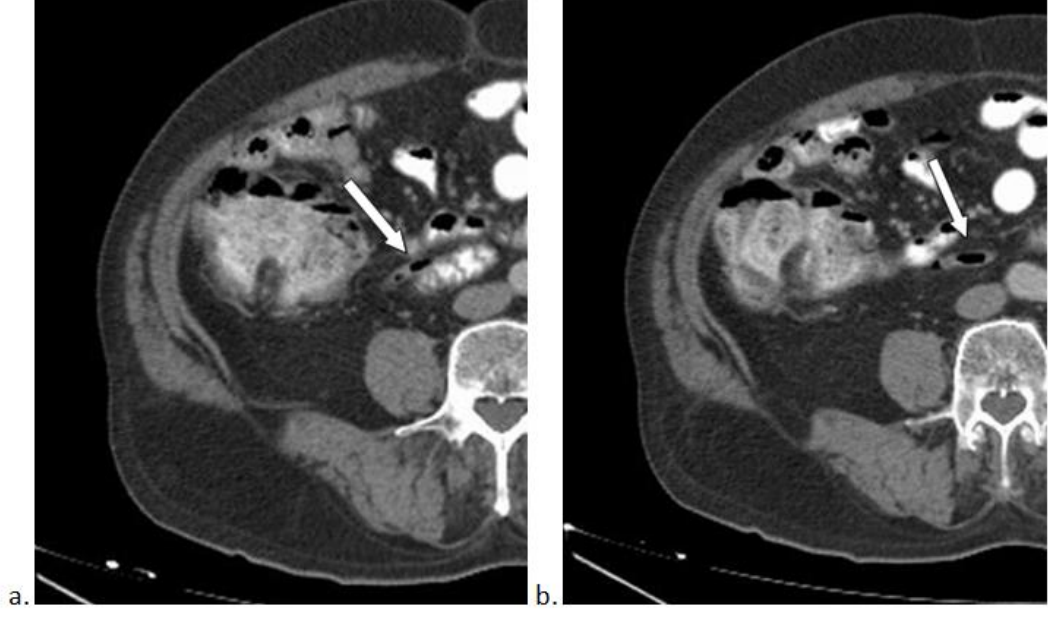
a. BKİ 20,2 olan hastada postileal apendiks BKİ b. BKİ 34,2 olan hastanın İV ve oral kontrastlı koronal BT görüntüde postileal apendiks
